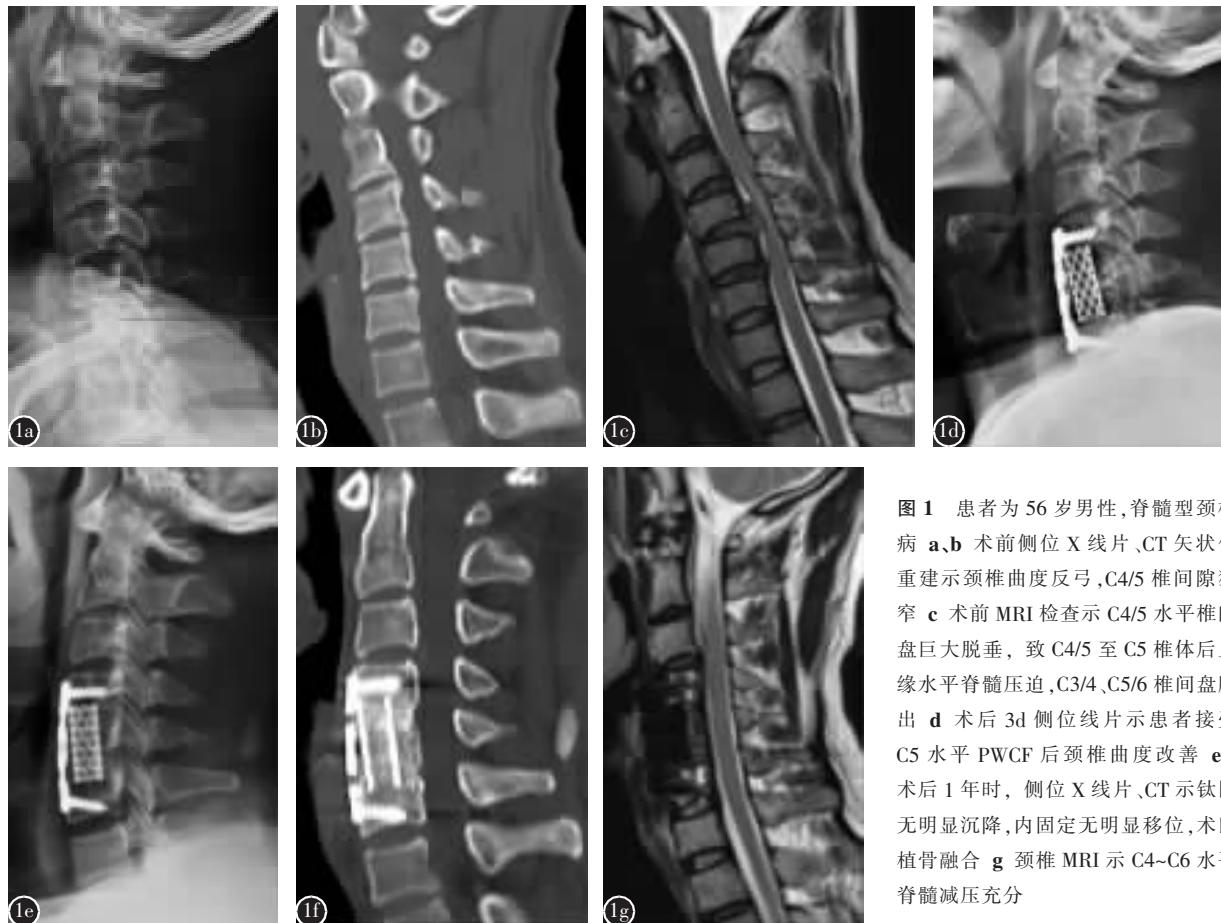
患者为 56 岁男性, 脊髓型颈椎病 a、b 术前侧位 X 线片、CT 矢状位重建示颈椎曲度反弓,C4/5 椎间隙狭窄 c 术前 MRI 检查示 C4/5 水平椎间盘巨大脱垂, 致 C4/5 至 C5 椎体后上缘水平脊髓压迫,C3/4、C5/6 椎间盘膨出 d 术后 3d 侧位片示患者接受 C5 水平 PWCF 后颈椎曲度改善 e、f 术后 1 年时, 侧位 X 线片、CT 示钛网无明显沉降, 内固定无明显移位, 术区植骨融合 g 颈椎 MRI 示 C4~C6 水平脊髓减压充分
